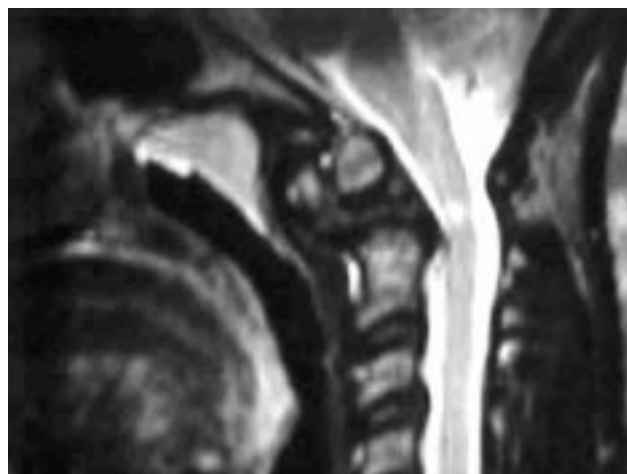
Resonancia de columna cervical
